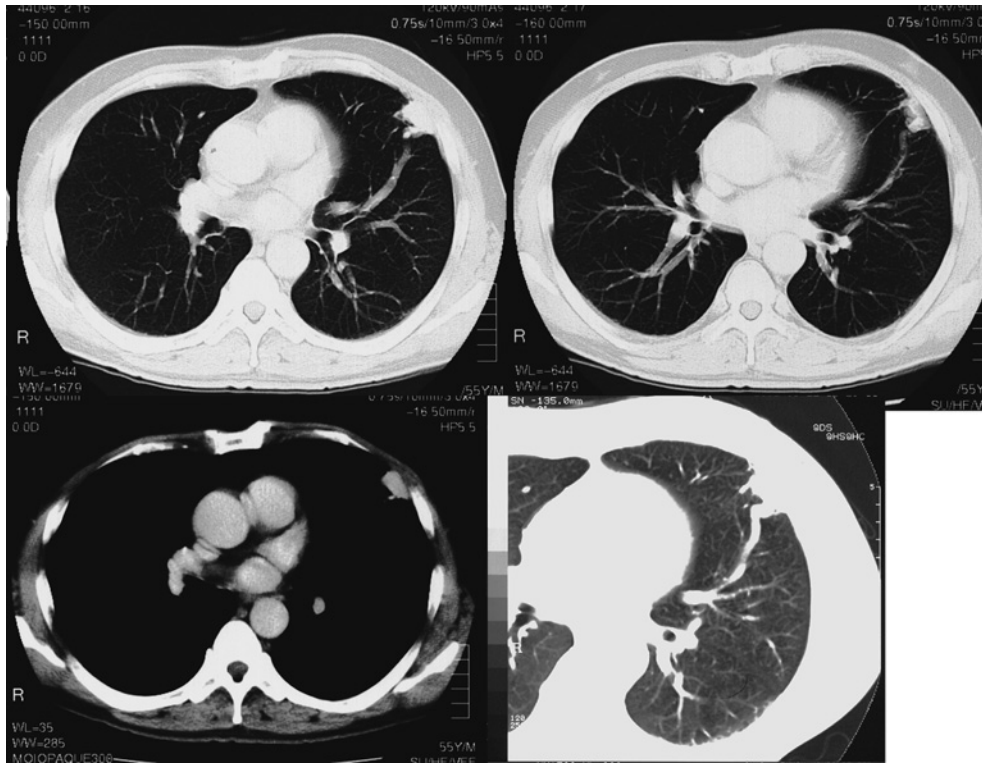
Chest CT showing a nodule in the left lingular division with a dilated pulmonary vein.
